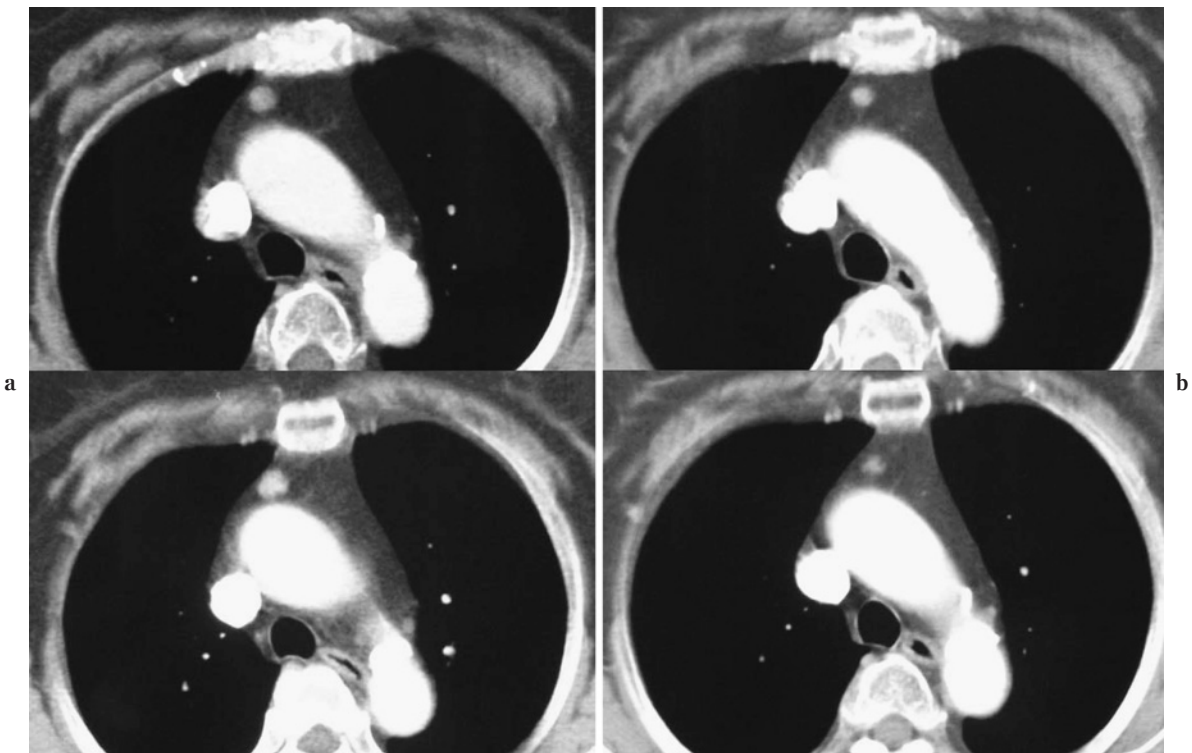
Chest CT film before (a) and after (b) treatment with prednisolone. A 10 mm in diameter lesion in the anterior mediastinum was slightly reduced to 8×7 mm after the treatment with prednisolone.
